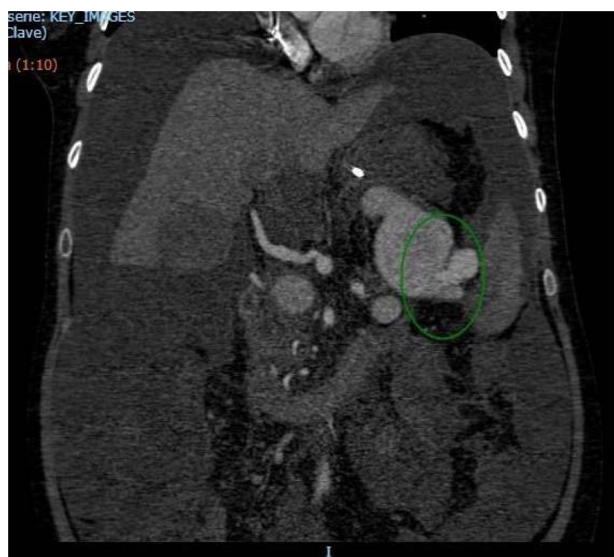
TC abdominal. Corte coronal. Arteria esplénica con dilatación aneurismática distal (a nivel del hilio esplénico) (círculo).
